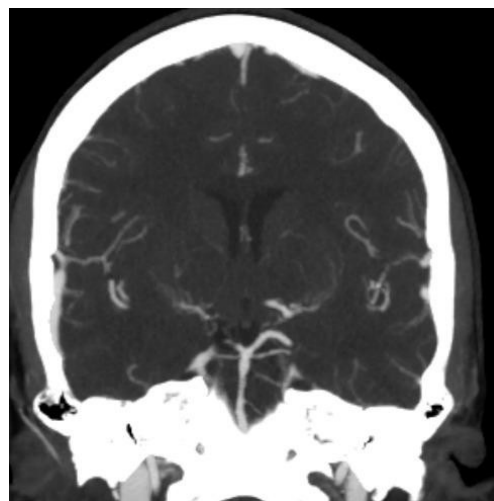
Tomografia de crânio c/ contraste (pré alta)
